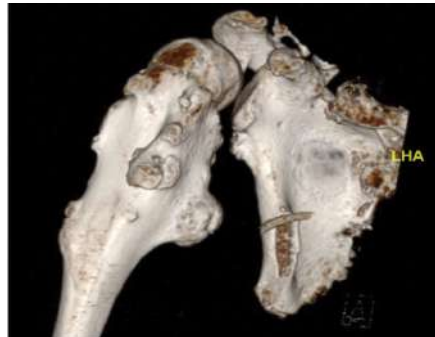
Reconstrucción 3D TC de control.
